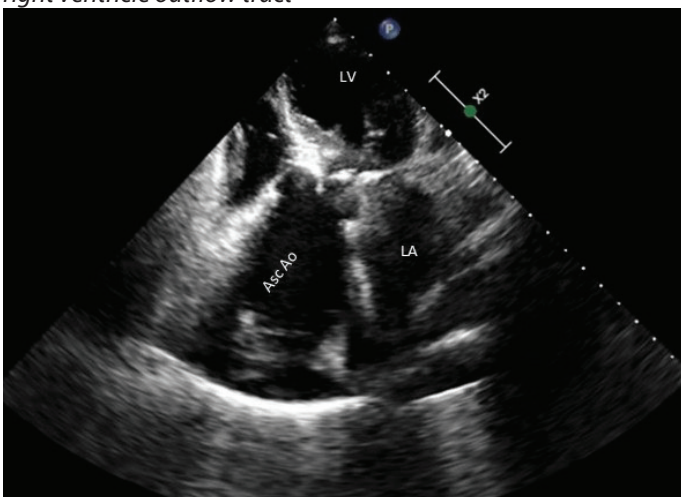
Transthoracic echocardiogram (TTE), apical 5-chamber view showing the ascending aorta aneurysm. Asc Ao= ascending aorta, LA= left atrium, LV= left ventricle
